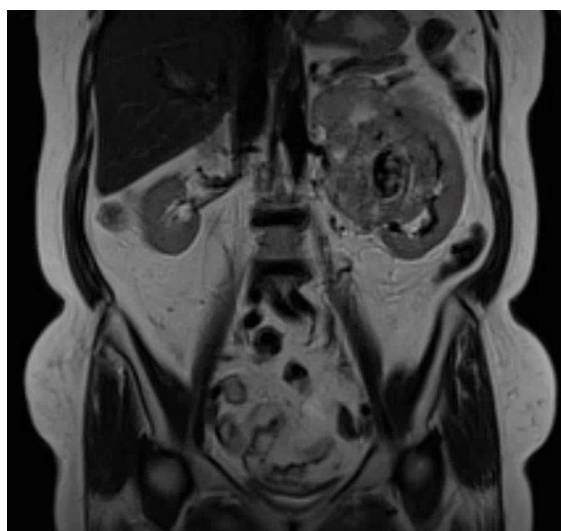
Resonancia magnética nuclear de abdomen en corte coronal, en la cual se evidencia tumoración en el riñón izquierdo que compromete el polo superior y tercio medio.
